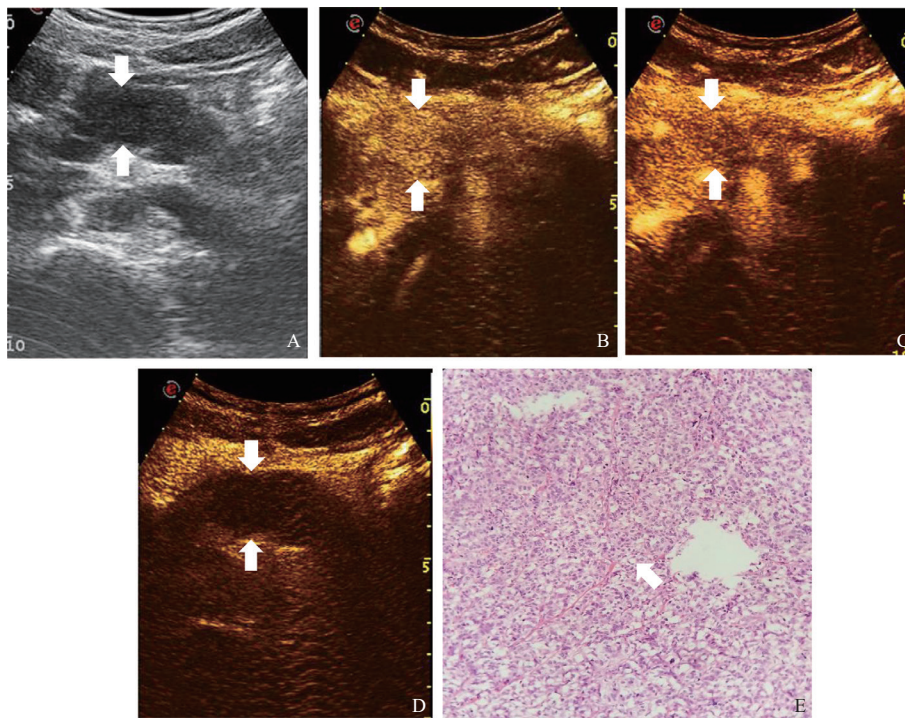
典型病例3 (胰体部NET G3) 的超声表现
